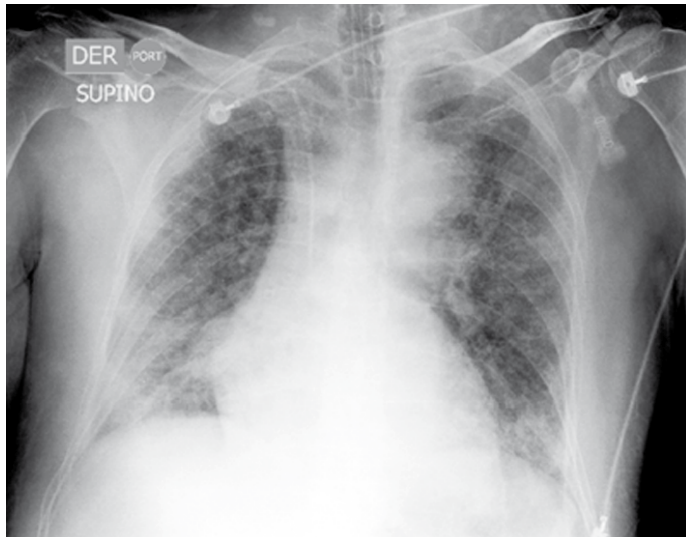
Radiografía de tórax, 48 horas después del ingreso que muestra progresión de los infiltrados, ahora de aspecto reticulonodular difuso, lo cual apoya la posibilidad de neumonía (neumonitis) viral.
